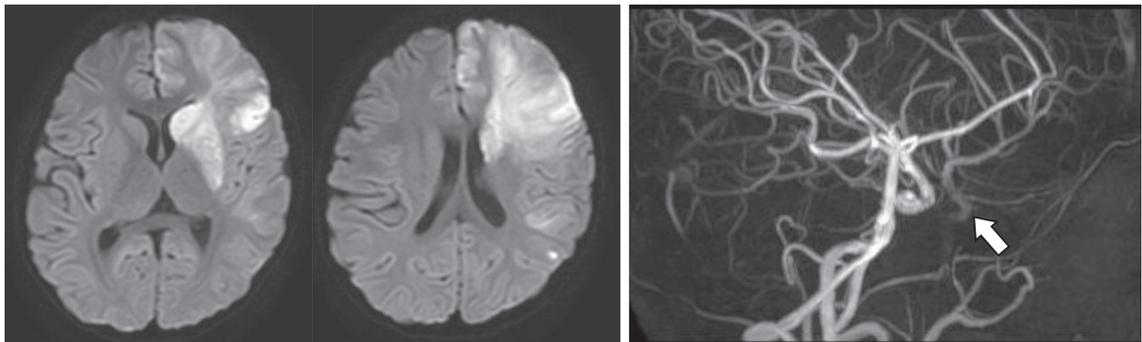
頭部MRI検査 (HUS発症後第10病日に実施)
